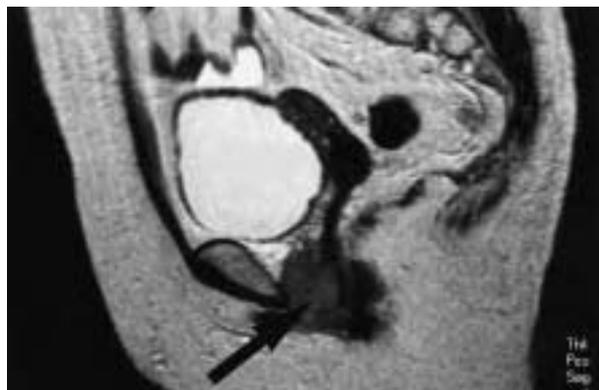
Resonancia magnética pélvica, corte sagital. La flecha indica la tumoración vaginal.
